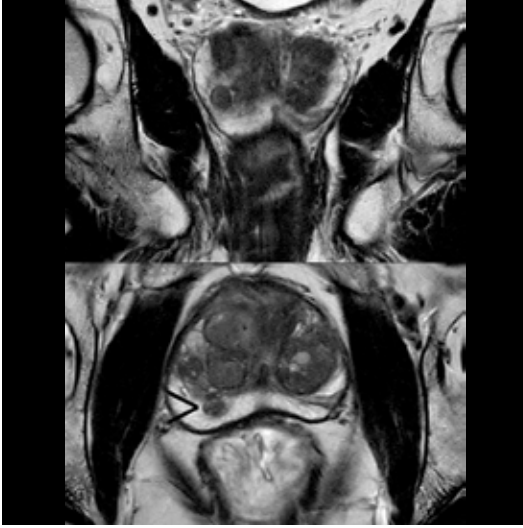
A, B. Multiparametrik prostat MRG de (A) Sol apekte T2A seride hafif düşük sinyalli, iyi sınırlı, çevresinde hipointens rim bulunan, difüzyonda belirgin yüksek sinyalli periferik zona protrüde olup periferik zon kanserini taklid eden stromal nodül. Olgu biyopsi ile doğrulandı. (B) 1 yıl sonraki kontrolde farklılık yoktur.
